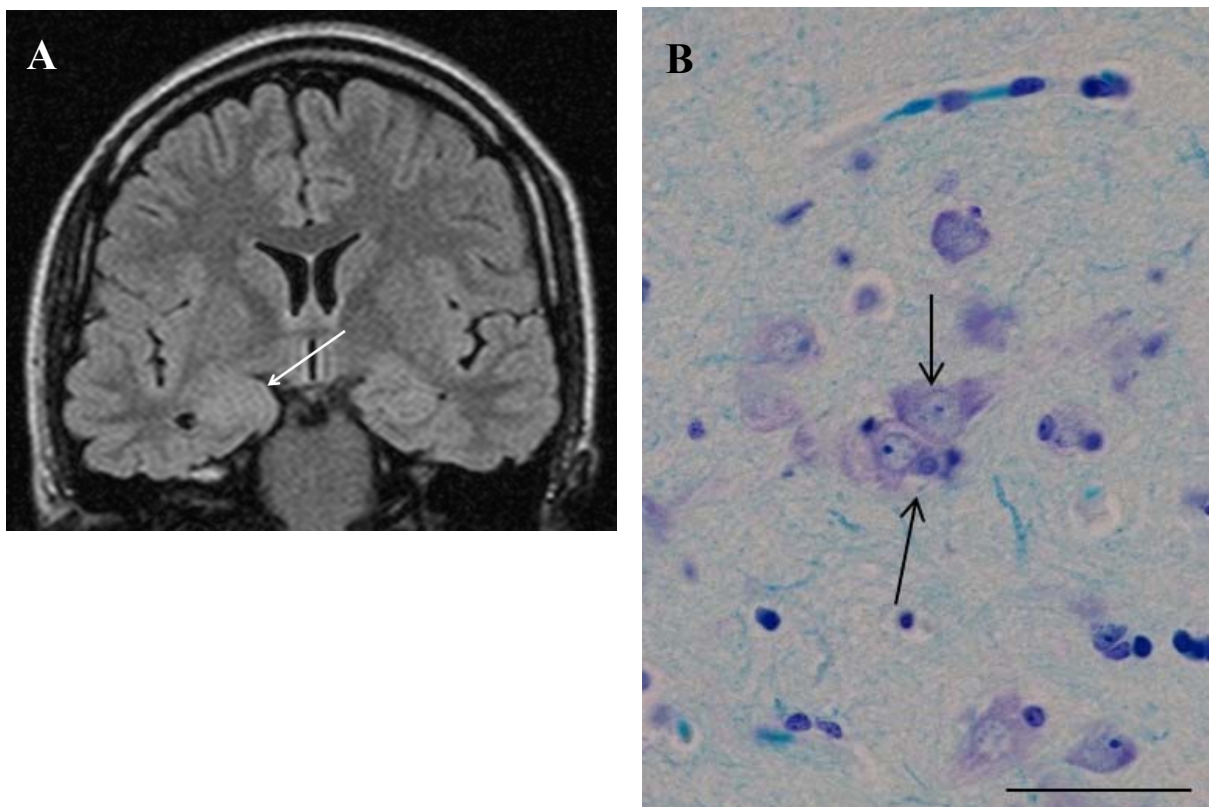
25 歳女性、5 年前発症の右側頭葉てんかん (患者 No.2) A (FLAIR 冠状断像) : 右側の扁桃体腫大を認める (白矢印)、B (扁桃体) : 大型神経細胞の集簇を認める (黒矢印) (KB 染色、縮尺 : 50  $\mu\text{m}$ )
